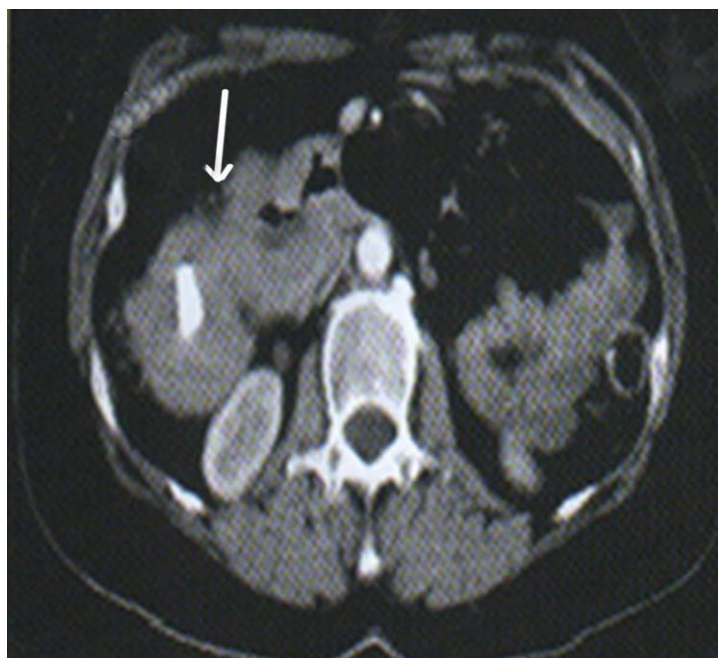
КТ. Рак слепой кишки (указано стрелкой)
